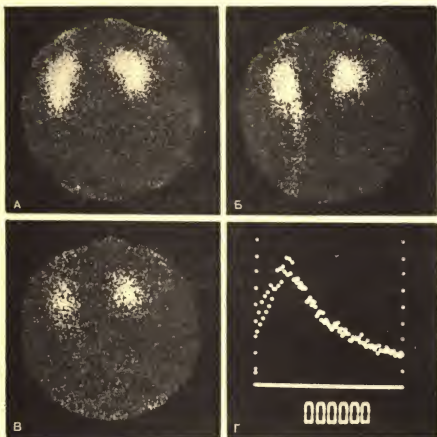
Динамическая нефросцинтиграмма (А, Б, В) и компьютерная ренограмма (Г) при неизменной функции почек.
